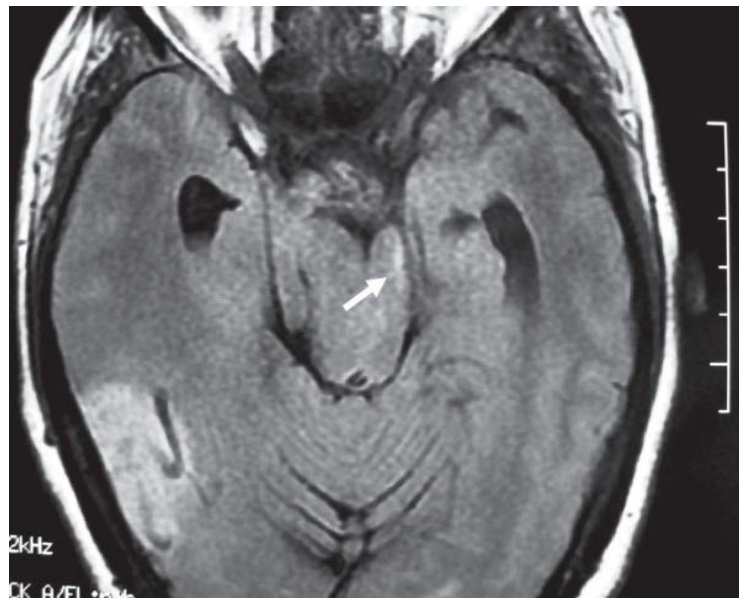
IRM cérébrale en coupe axiale en séquence FLAIR chez la même patiente que précédemment révélant un hypersignal linéaire (flèche) au niveau du pédoncule cérébral gauche déformé et comprimé contre le bord libre tentoriel [51]
